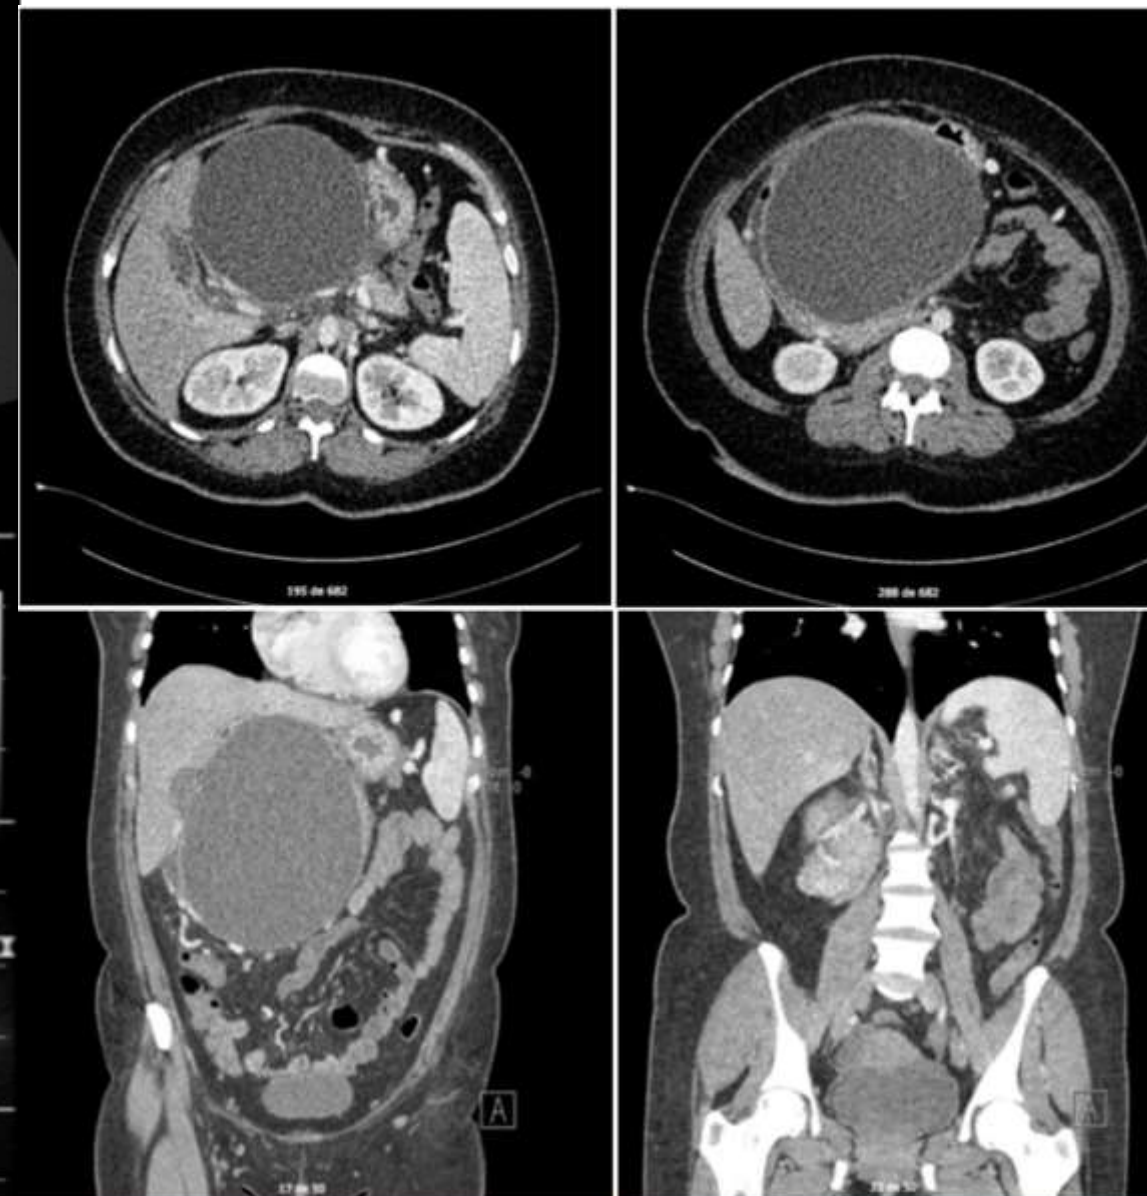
Tomografía abdominal
